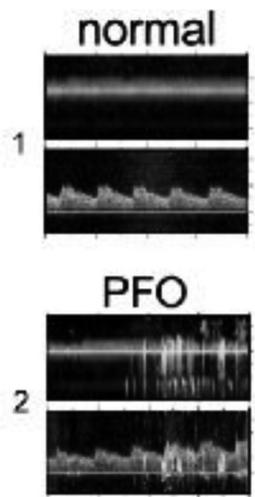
Doppler transcraneal con microburbujas.
